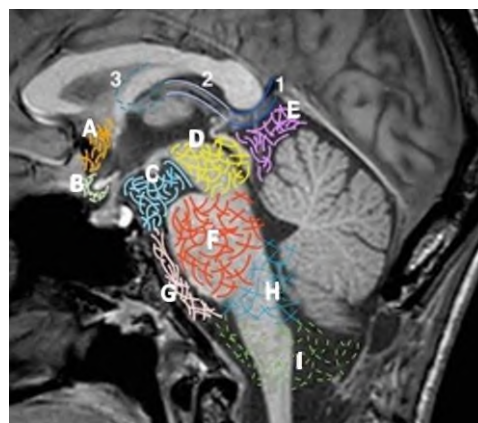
МРТ норма – срединный сагиттальный срез, субарахноидальные цистерны (*cisternae subarachnoideae*):
